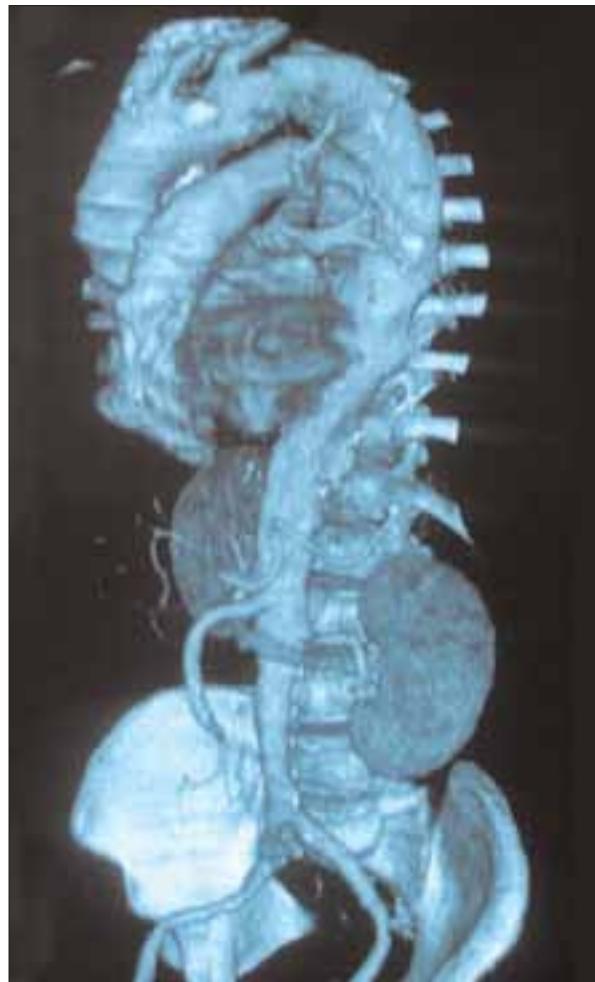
Reconstrucción de angiotomografía diagnóstica.
